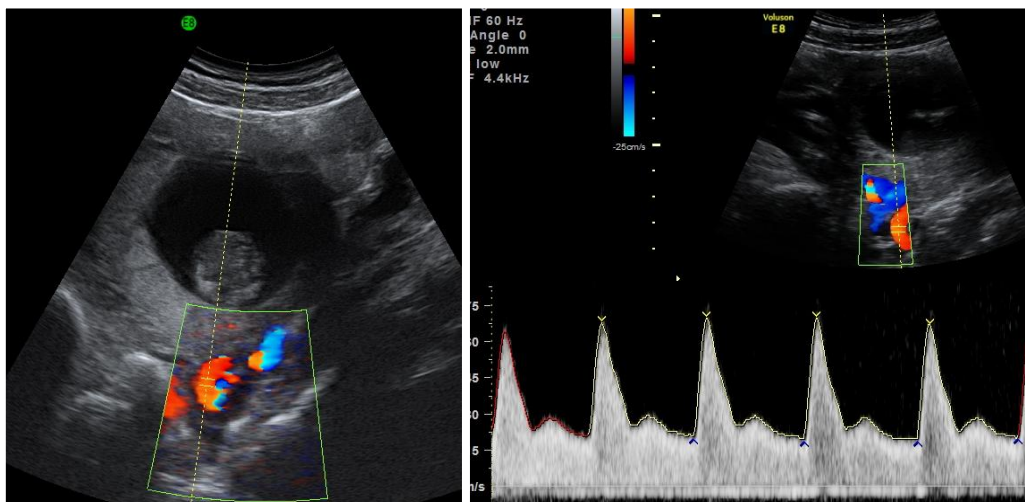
normales Dopplersonogramm der A. uterina im ersten Trimenon
